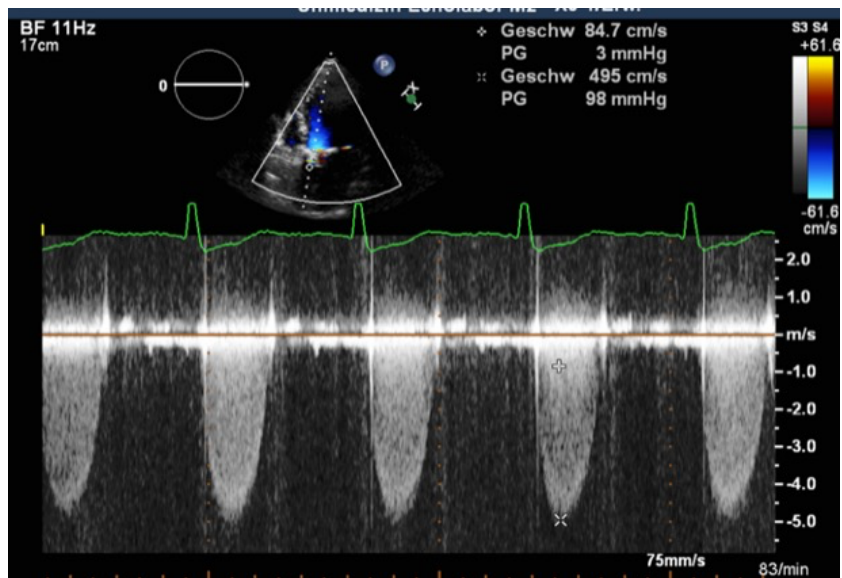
Bestimmung von V_{\max} (= maximale transvalvuläre Geschwindigkeit) mittels CW (Continuous Wave) Doppler.
